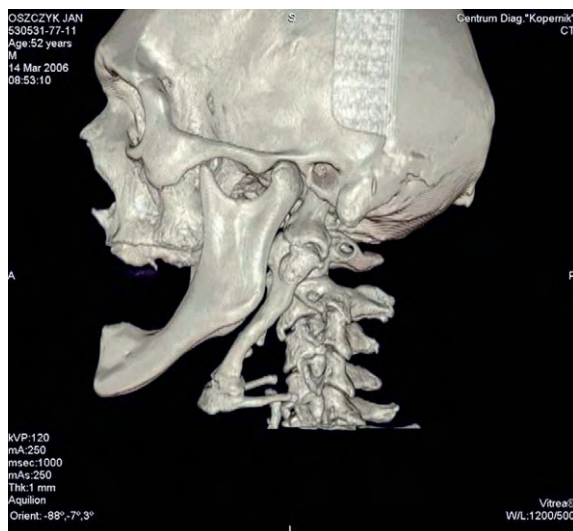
Guz wyroska rylcowatego oraz zmineralizowane więzadło rylcowo-gnykowe po stronie lewej uwidocznione na osiowym skanie TK.
